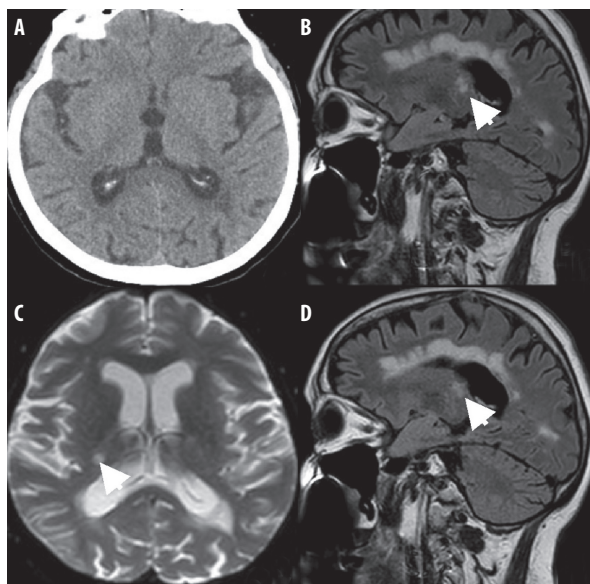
A. Computed tomography of the head, no visible focal changes suggesting a vascular lesion. C. 1.5-Tesla T2-weighted head MRI; the arrow indicates thalamic lesion. B, D. 1.5-Tesla FLAIR head MRI; the arrows indicate the lesion from image C, probably along the thalamic vein
